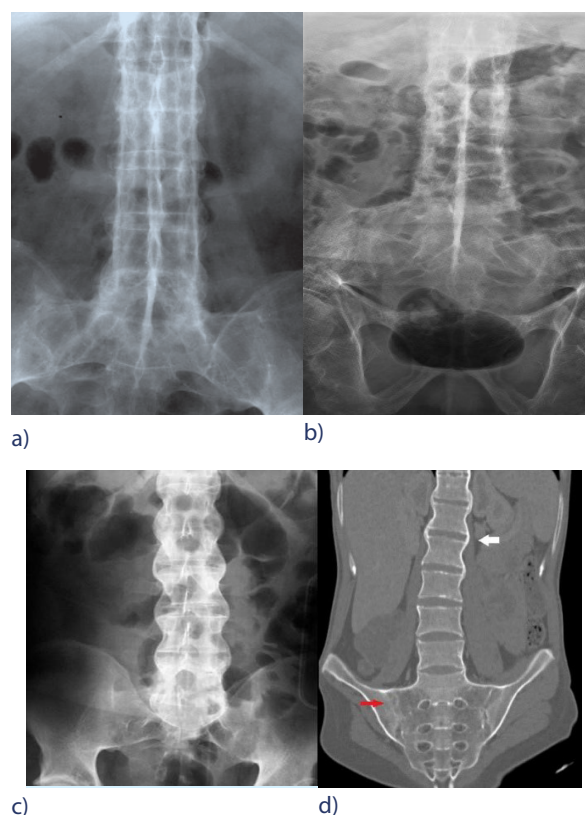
Pacient 32 vjeçar, mashkull, realizuar në QKUK, Klinika e Radiologjisë, shenja Dagger(a), shenja Trolley (b), shenja Bamboo(c) dhe sindesmofitet në CT(d).
